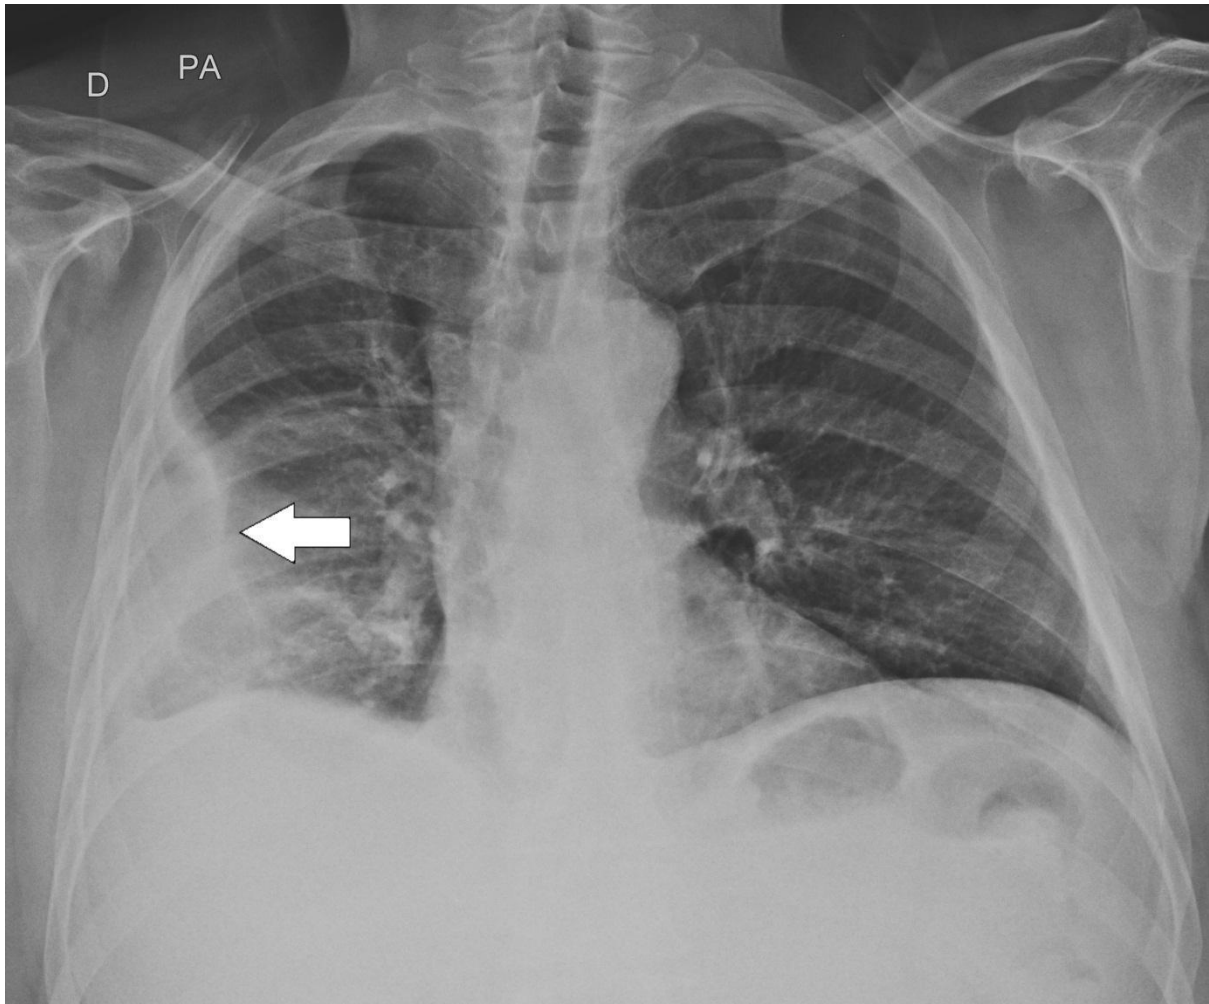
Radiografia de tórax em PA. Opacidade com base pleural no terço médio do hemitórax direito (seta), relacionada a derrame loculado. A análise do líquido pleural mostrou-se compatível com empiema pleural.
